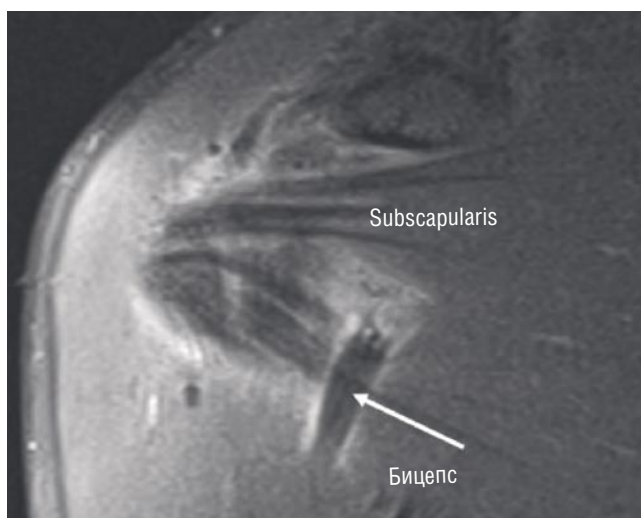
МРТ правого плечевого сустава, передняя проекция, спустя 6 месяцев после операции отражает значительный слинговый эффект после операции.
